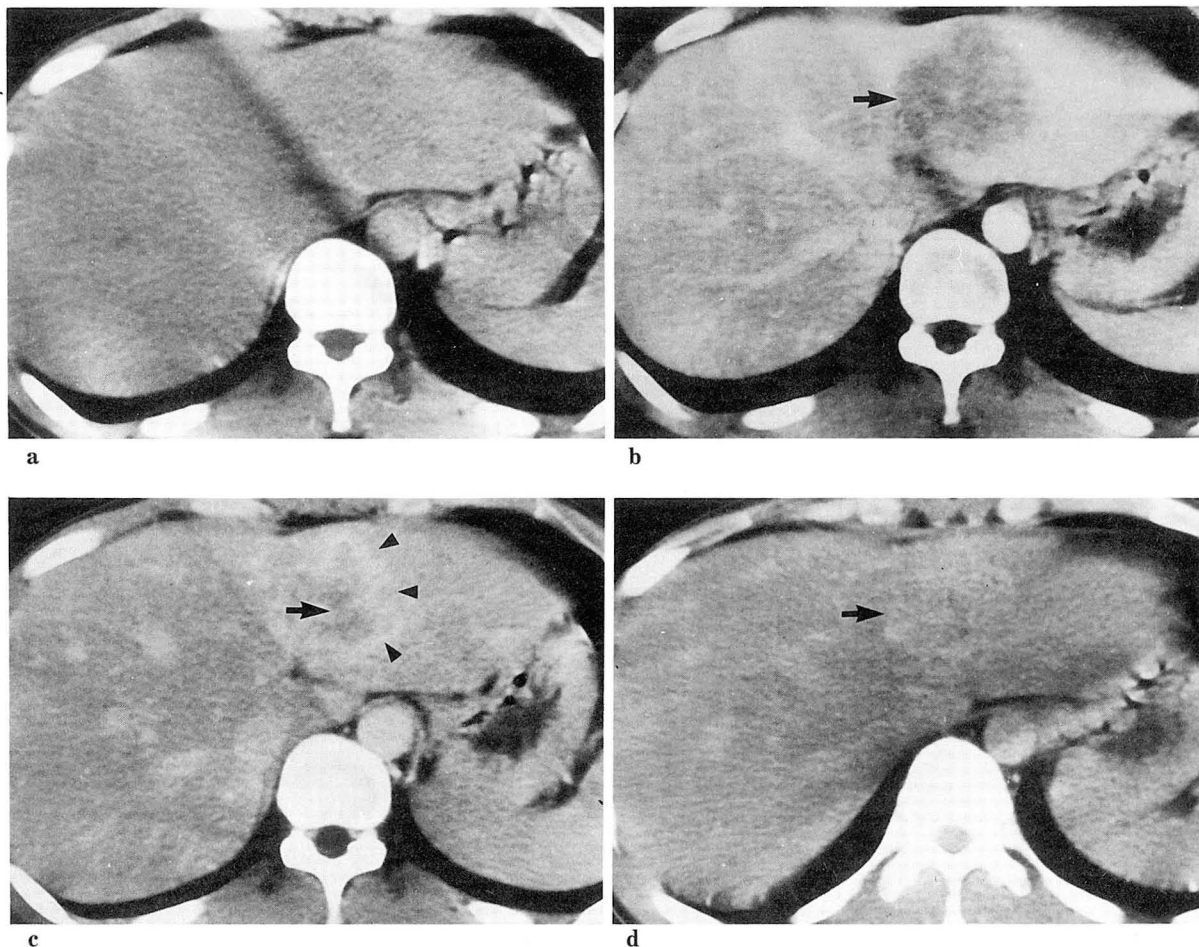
Intital IV bolus CT scan.
